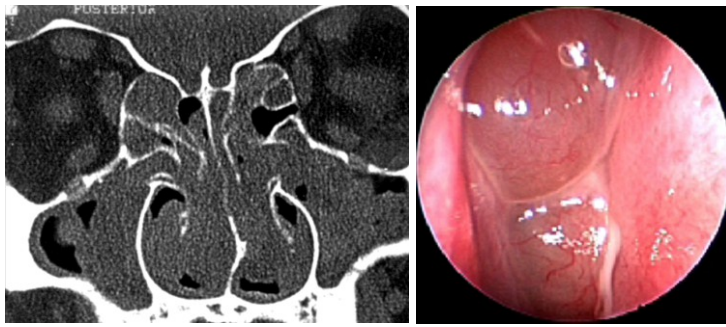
PN + RSC ed eosinofilia. TC coronale e rilievo endoscopico.
